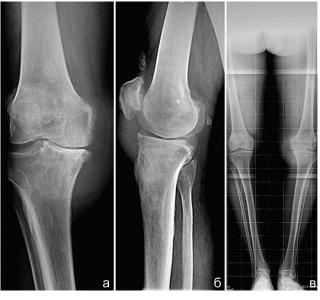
Предоперационные рентгенограммы правого коленного сустава: а – прямая проекция; б – боковая проекция; в – осевая рентгенограмма нижних конечностей full leg – full spine
